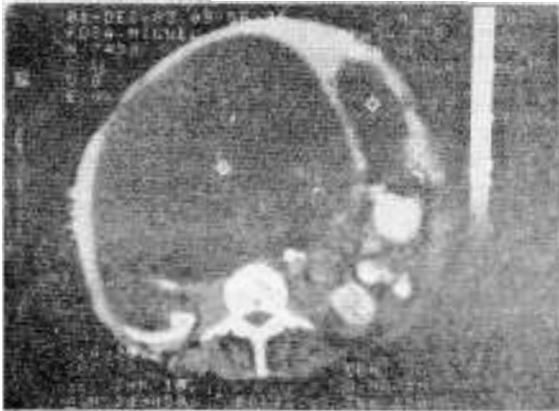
la TAC demostró que la deformación abdominal correspondía a una hepatomegalia debida a la presencia de multiples quistes, siendo uno que ocupaba lo que debería ser el lóbulo derecho el predominante.
